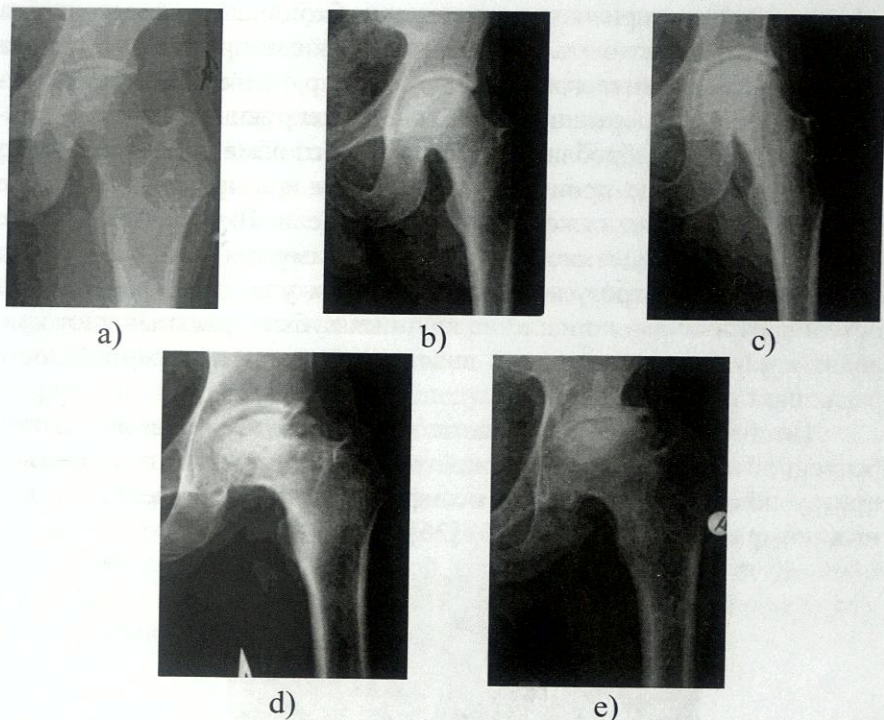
Рентгенограммы больных с различными стадиями асептического некроза головки бедренной кости:
